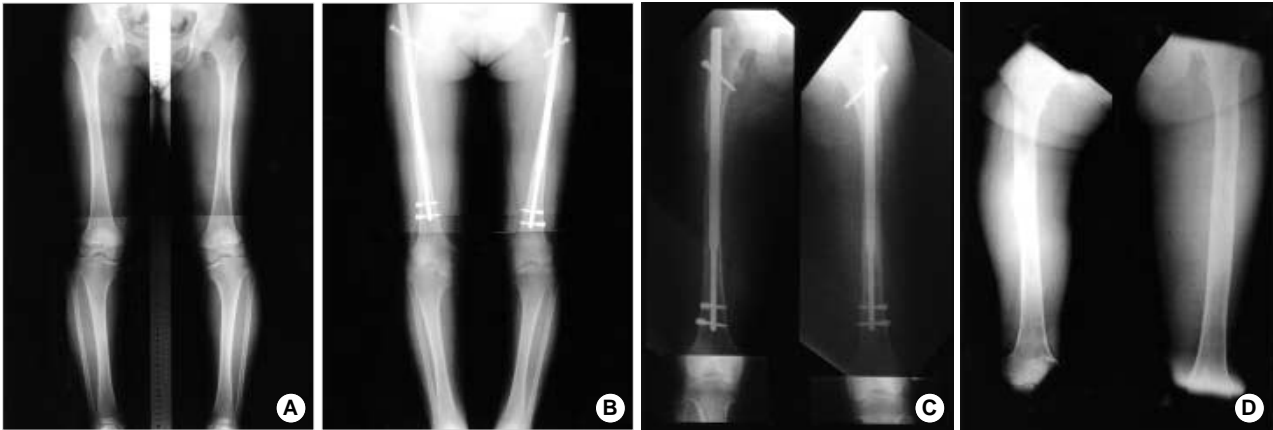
Radiographs of case 1. (A) preoperative anteroposterior radiograph of the lower extremities showing a disproportionate stature, (B) single-level femoral lengthening using a gradual elongation nail. Note new bone formation in the distraction site, (C) anteroposterior radiograph showing a lengthened femora, (D) final anteroposterior radiograph showing a lengthened femora after hardware removal.
